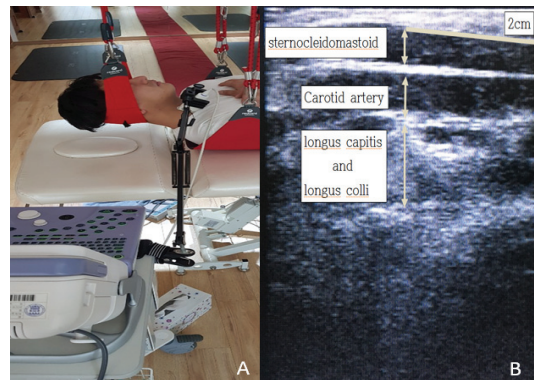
Measurement method (A) and ultrasound imaging (B) of neck muscles.
